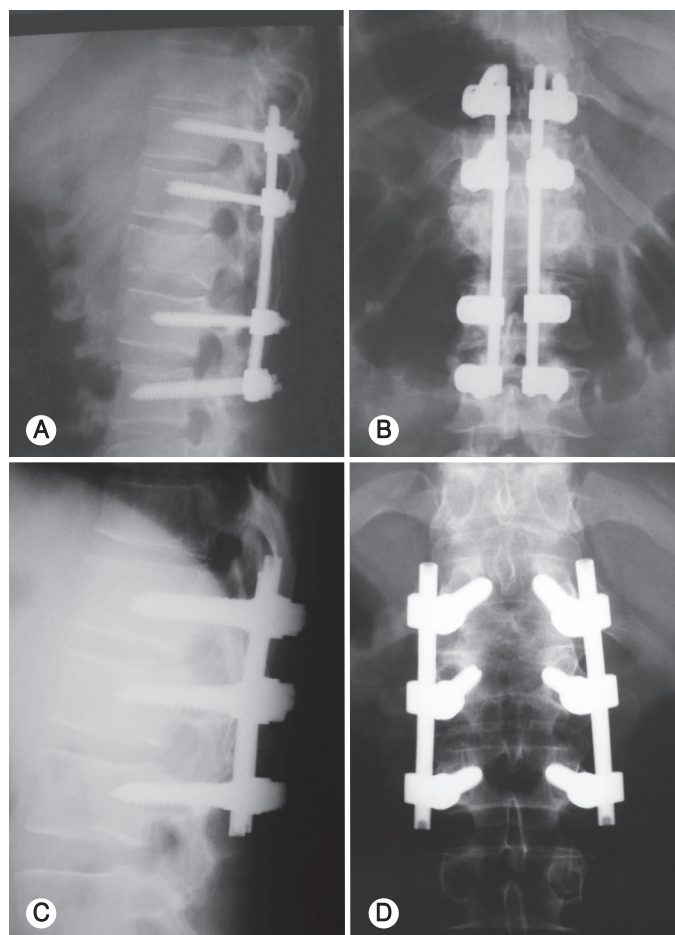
A) radiografias em perfil e B) anteroposterior de fratura toracolumbar com fixação longa; C) perfil e D) anteroposterior de fixação curta com inclusão da fixação da vértebra fraturada.
